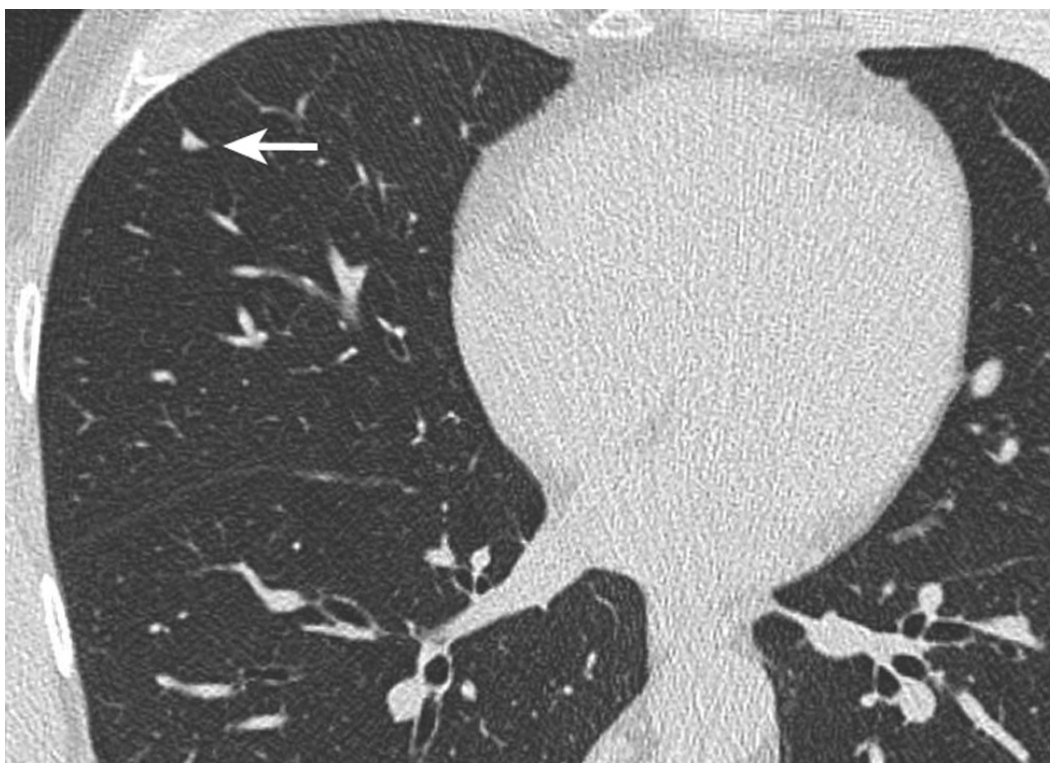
Un TDM montrant Aspect typique de ganglion intra pulmonaire.
